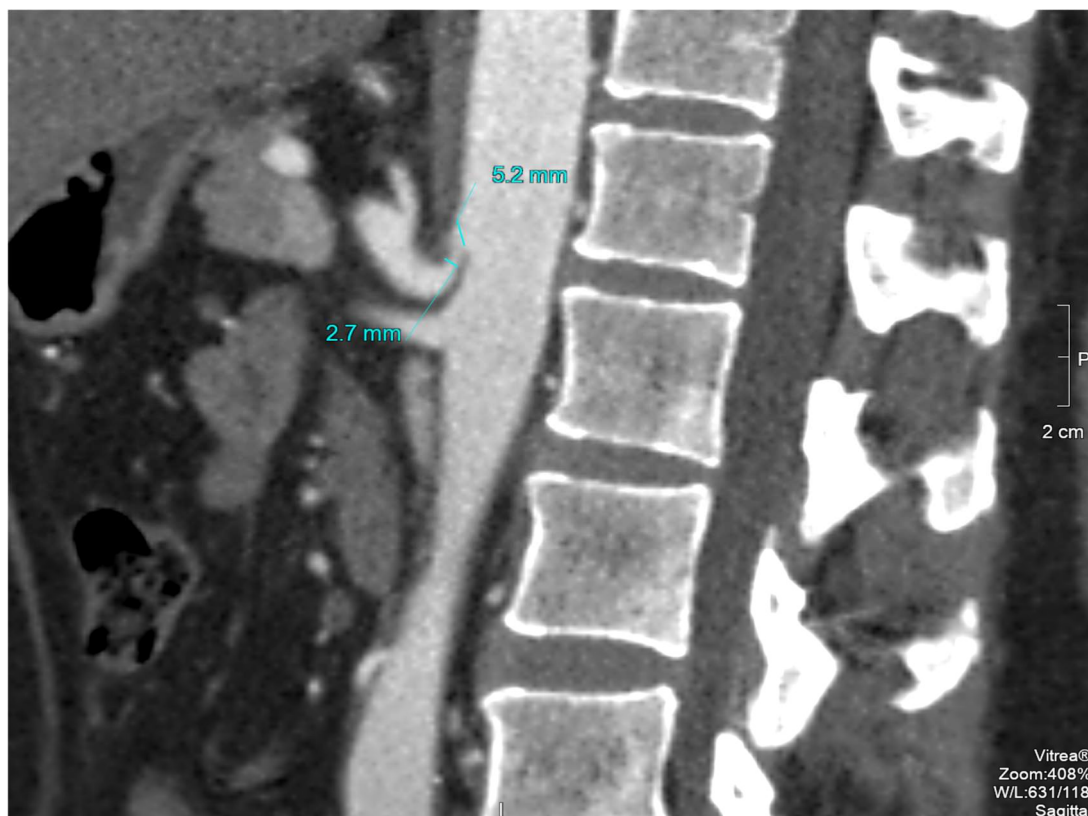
МСКТ-ангиография брюшного отдела аорты до операции. Диаметр чревного ствола на уровне отхождения от аорты составил 5,2 мм, наименьший диаметр - 2,7 мм.
